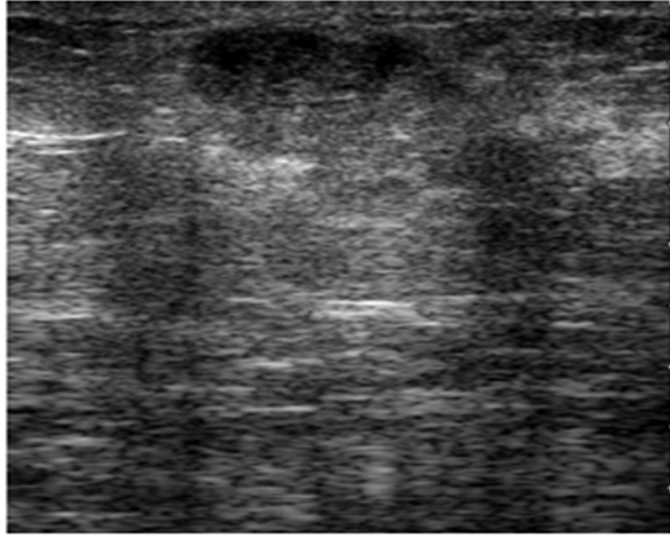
Échographie du cas de la figure 18 : Masse de contenu hétérogène avec composantes solides et liquidiennes. Les contours sont flous.
